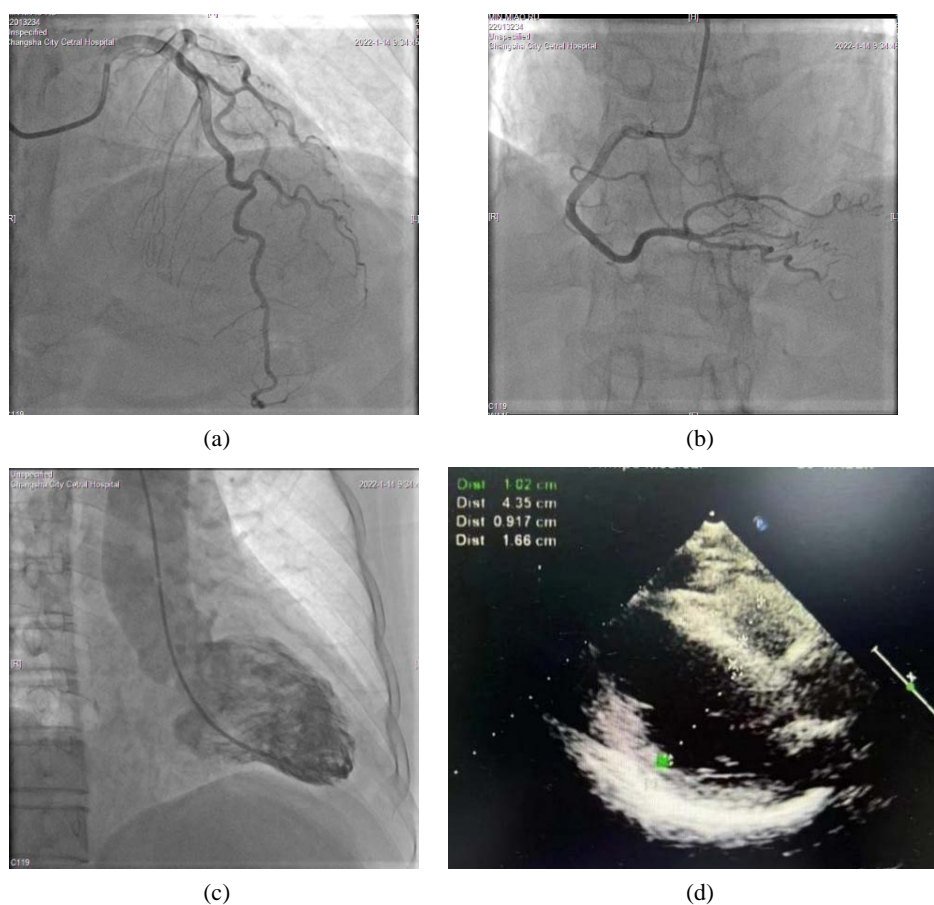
(a), (b): Coronary angiography (2022-01-16) shows approximately 20%~30% stenosis of the proximal anterior descending branch, and no plaque and stenosis appeared in the spiral branch and the right coronary artery. (c): The LV contrast image (2022-01-16) shows an “octopus pot-like” change. (d): Cardiac color ultrasound (2022-01-18) did not show abnormal ventricular wall movement
